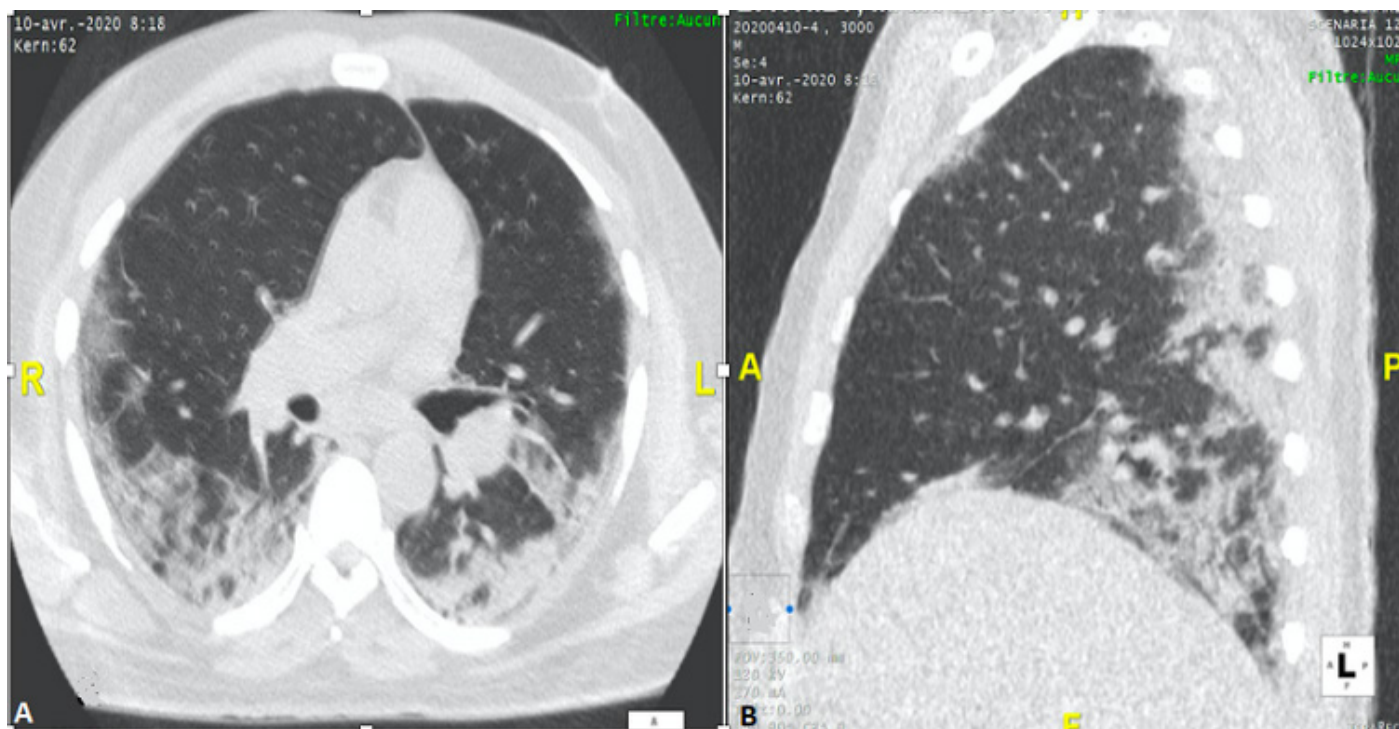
TDM thoracique en fenêtre pulmonaire. (A) coupe axiale, montrant des lésions sous pleurales faites d'opacités en verre dépoli et de condensation; (B) reconstruction sagittale, démontre la prédominance postéro-basale
